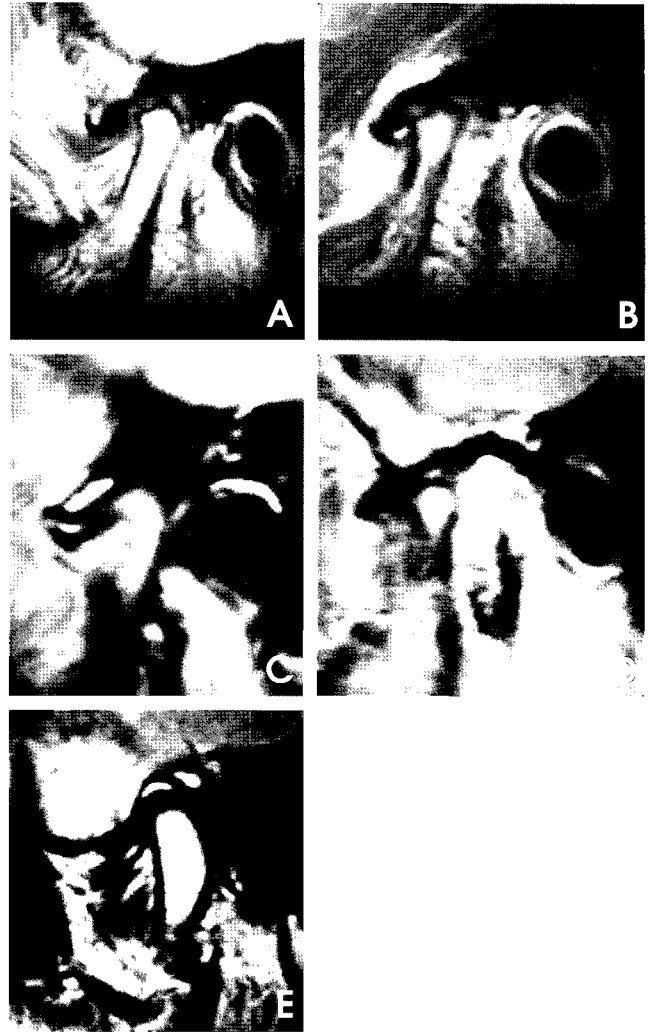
A. Proton MR image shows altered disk configuration and flattening of condylar head (Stage IV + V). B. Proton MR image shows deformed disk configuration and erosion of condylar head (Stage IV + V). C. Proton MR image shows anterior disk displacement with flattening of articular eminence. D. Proton MR image shows flattening and sclerosis of articular eminence and flattening and osteophyte formation of condylar head. E. T2 MR image shows effusion of upper joint space.
